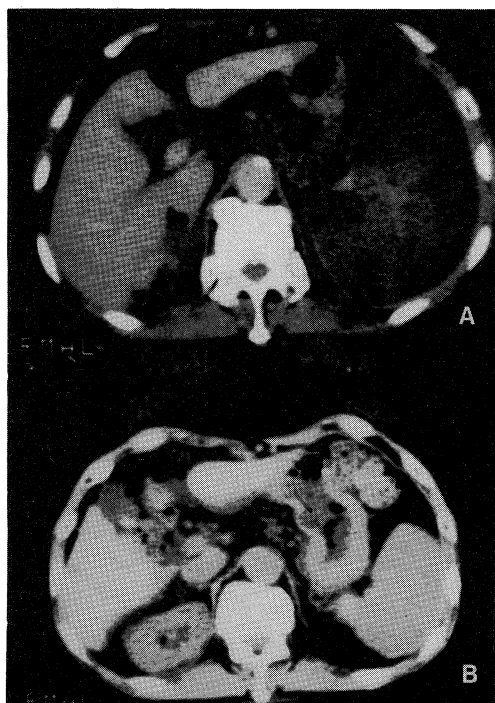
Sequential changes of the splenic CT.
